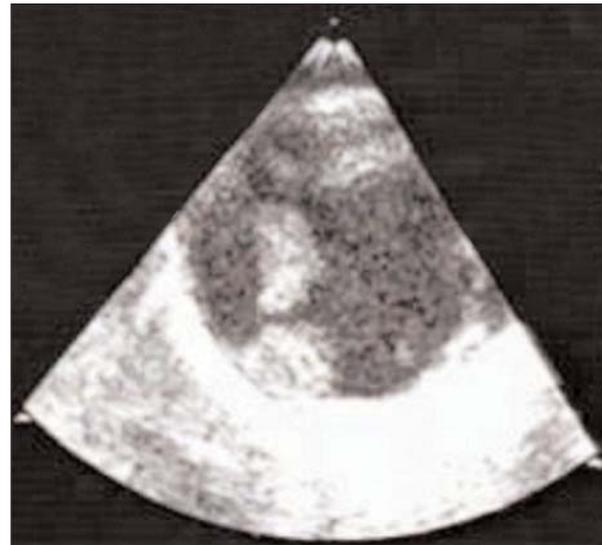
Ecocardiograma transesofágico que muestra un trombo adherido a la pared de la aorta y otro flotando en su luz.
